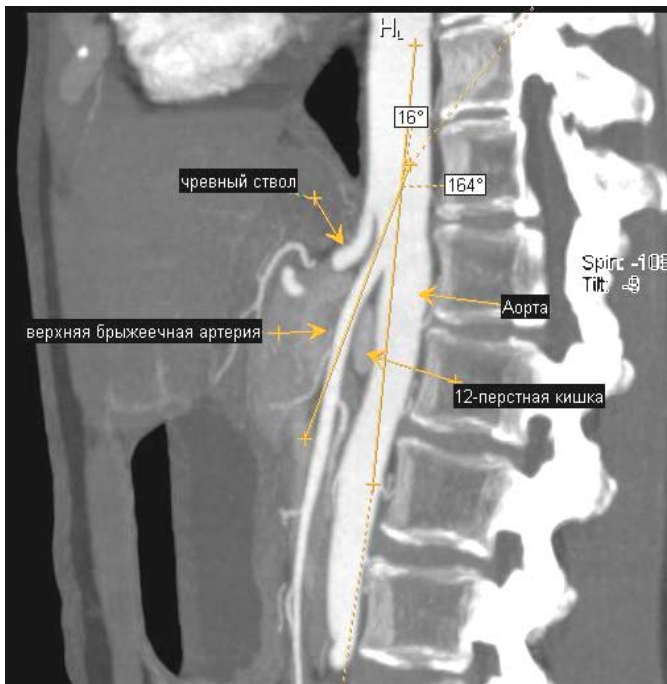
МСКТ, сагиттальный и аксиальный сканы больного А., 47 лет, с синдромом артериомезентериальной компрессии (угол между аортой и верхней брыжеечной артерией 16,° расстояние – 9 мм)
